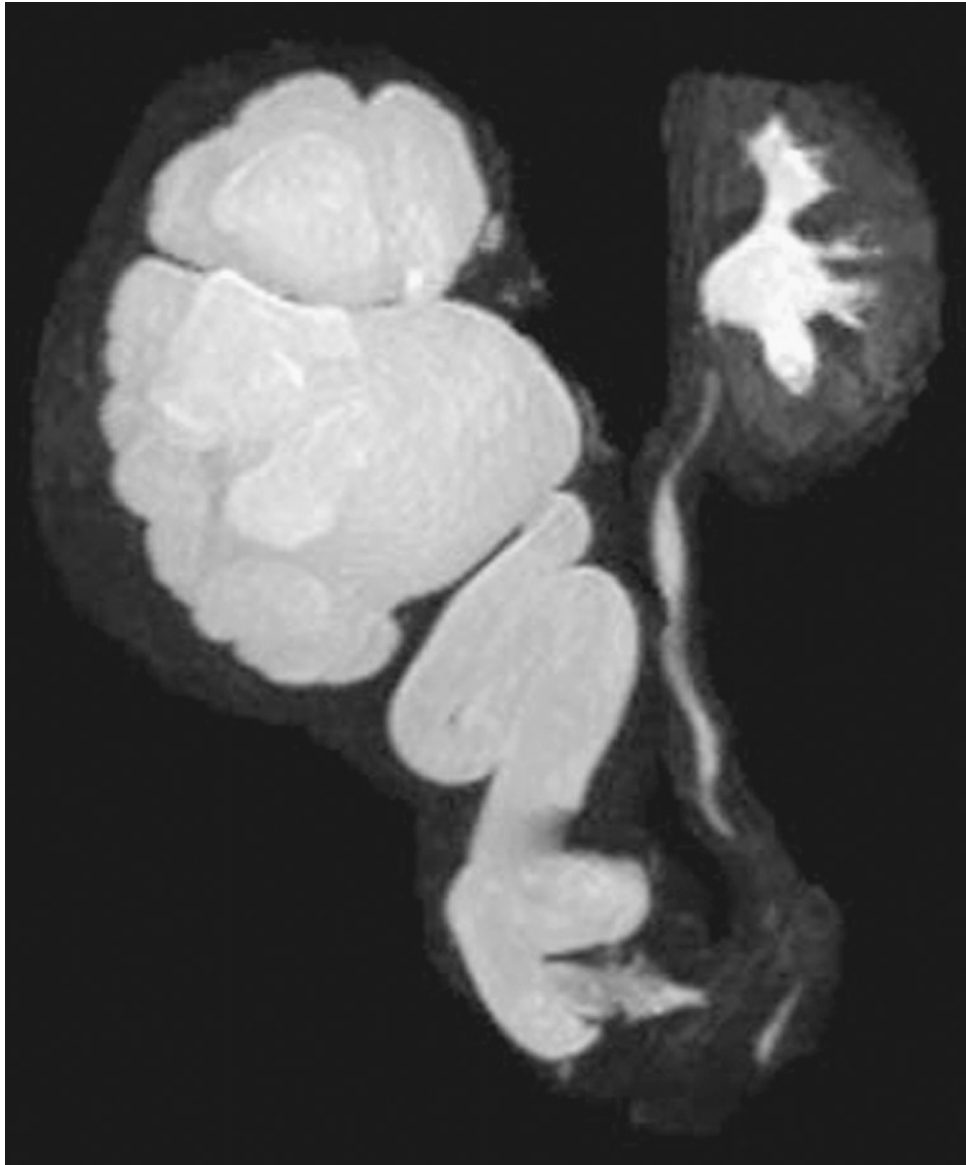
Uro-IRM chez un garçon ayant un MUP.
